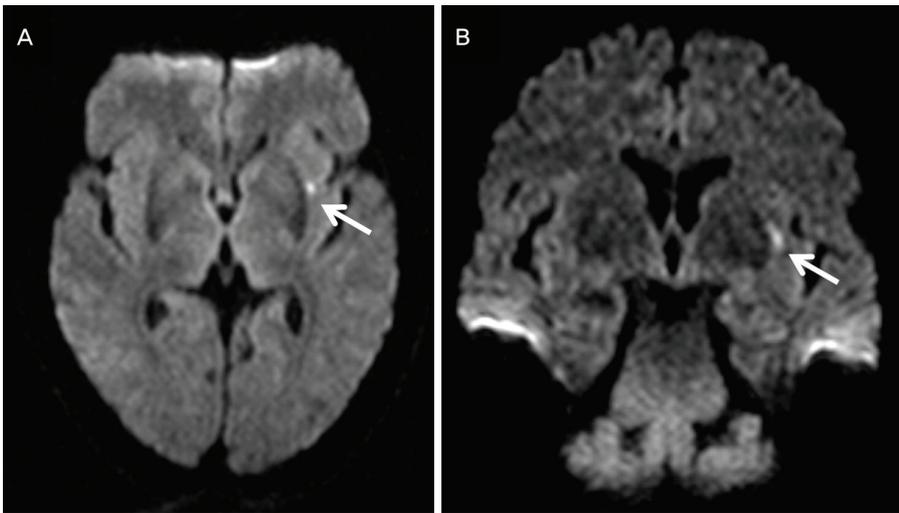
Brain MRI. Diffusion-weighted axial (A) and coronal images (B) show the acute infarction in the left insular lobe (arrow).
